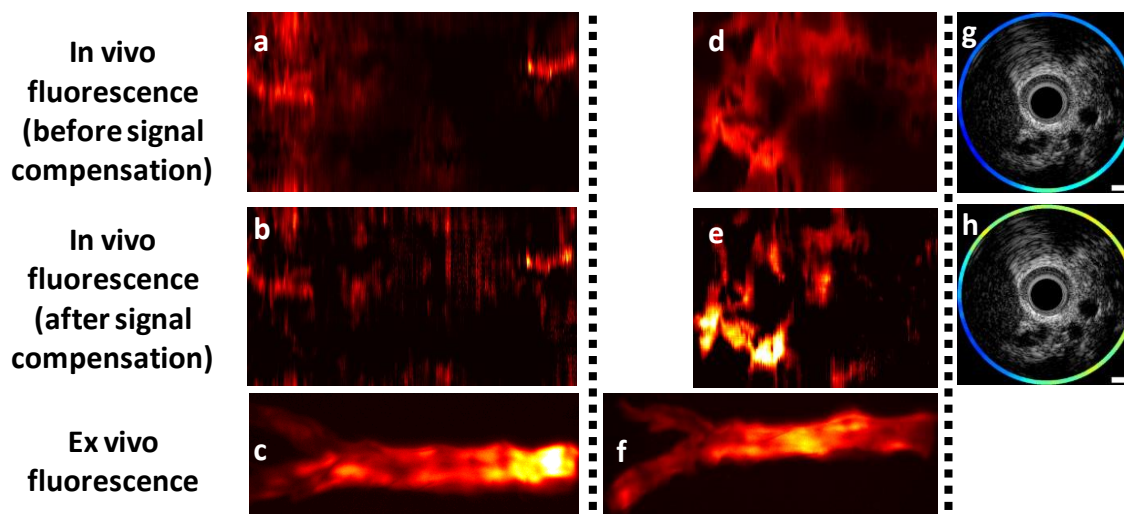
Effect of blood attenuation compensation on *in vivo* fluorescence images. (a, d, g) *In vivo* fluorescence images of the abdominal aortas of 3 rabbits without blood attenuation compensation; (b, e, h) Corresponding *in vivo* fluorescence images after blood attenuation compensation; (c, f) Corresponding *ex vivo* fluorescence images; (g, h) Integrated intravascular ultrasound (IVUS)/near-infrared fluorescence (NIRF) cross-sectional images (g) without and (h) with blood attenuation compensation.
